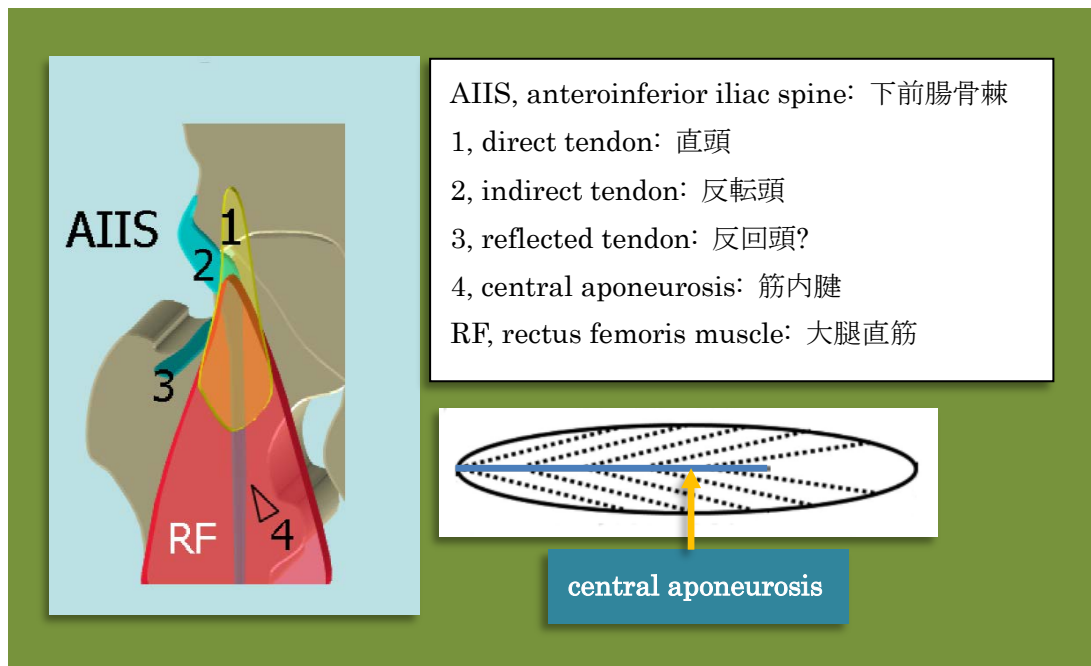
図 European Society of MusculoSkeletal Radiology. Musculoskeletal Ultrasound. Technical Guidelines. より*6
